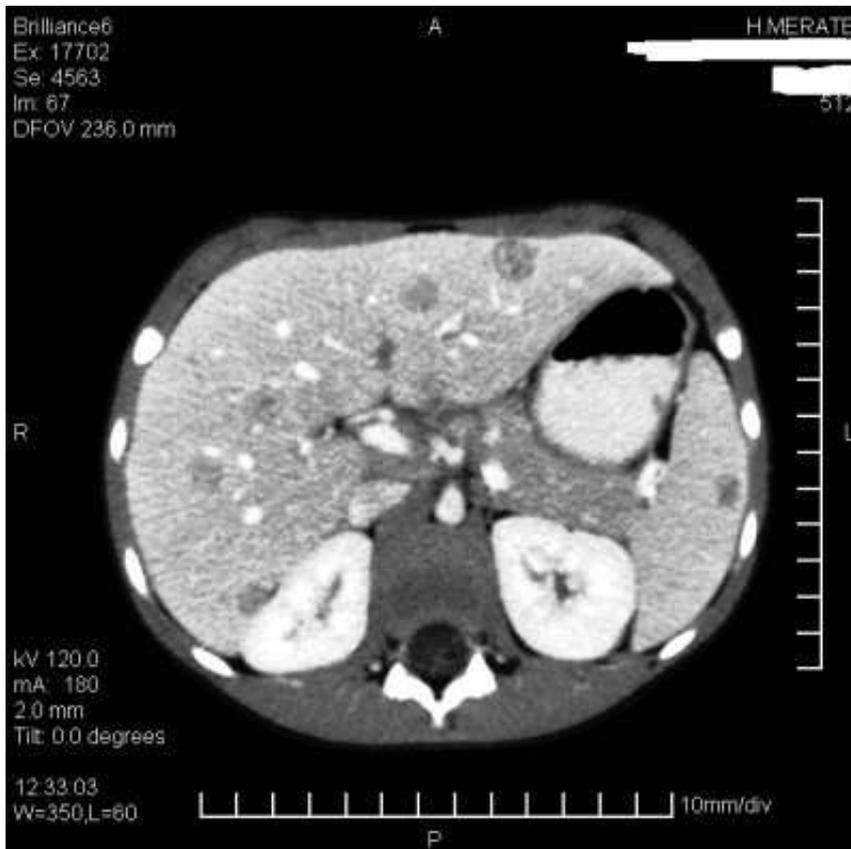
TAC addominale con mezzo di contrasto. Nel contesto del parenchima epatico e splenico si evidenziano multiple lesioni focali ipodense rotondeggianti di diametro compreso tra i 5 ed i 22 mm. Il reperto è più evidente a livello delle lesioni epatiche ed è compatibile in prima ipotesi con ascessi multipli.
